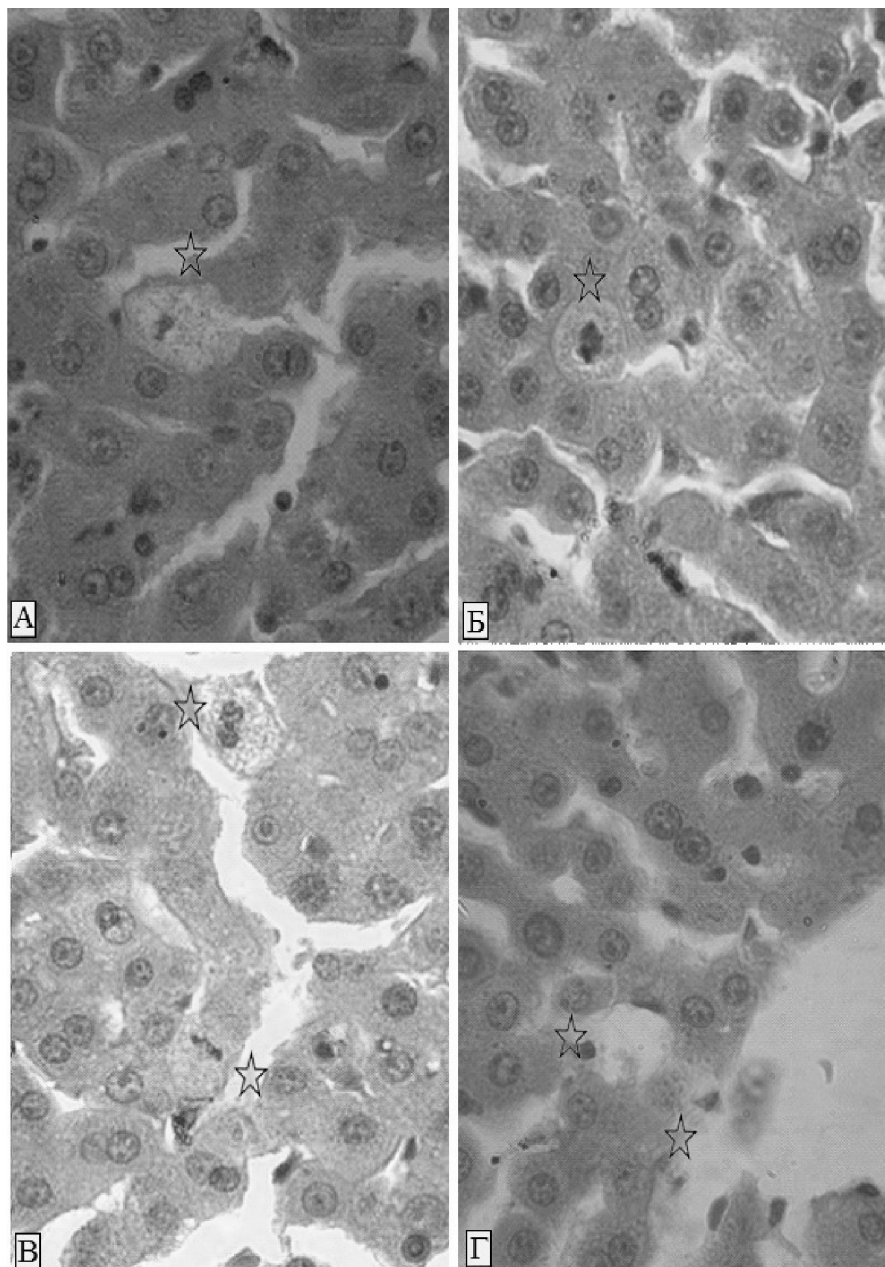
Печень кролика. А – конечная стадия первого типа апоптоза. Этап разрыва клеточной оболочки. Б – второй тип апоптоза, распад ядра – «ядерная катастрофа». В – цитологическая картина первого и второго типа апоптоза. В верхней части рисунка «бурлящая цитоплазма», а в нижней – «ядерная катастрофа». Г – экструзия гепатоцитов в перивенозных зонах печеночной дольки. Видна отделившаяся печеночная клетка от пластинки (нижняя стрелка), границы клетки расплывчаты и ядро отчетливо не выявляется (верхняя стрелка)
